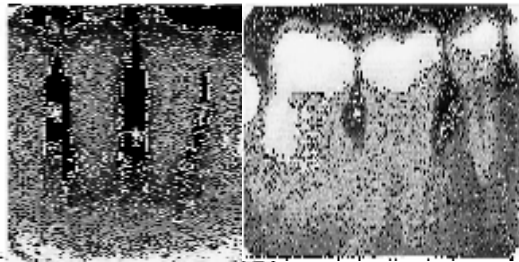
Gambaran radiograf pada abses periodontal menunjukkan daerah radiolusensi sepanjang aspek lateral akar.
